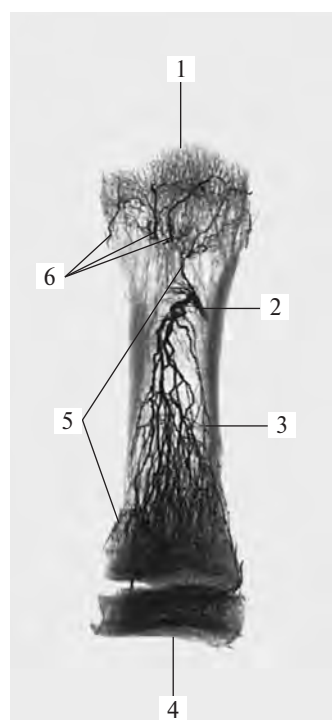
Артерия I плюсневой кости (фотография рентгенограммы.) (Препарат Л. Кардашева.)
